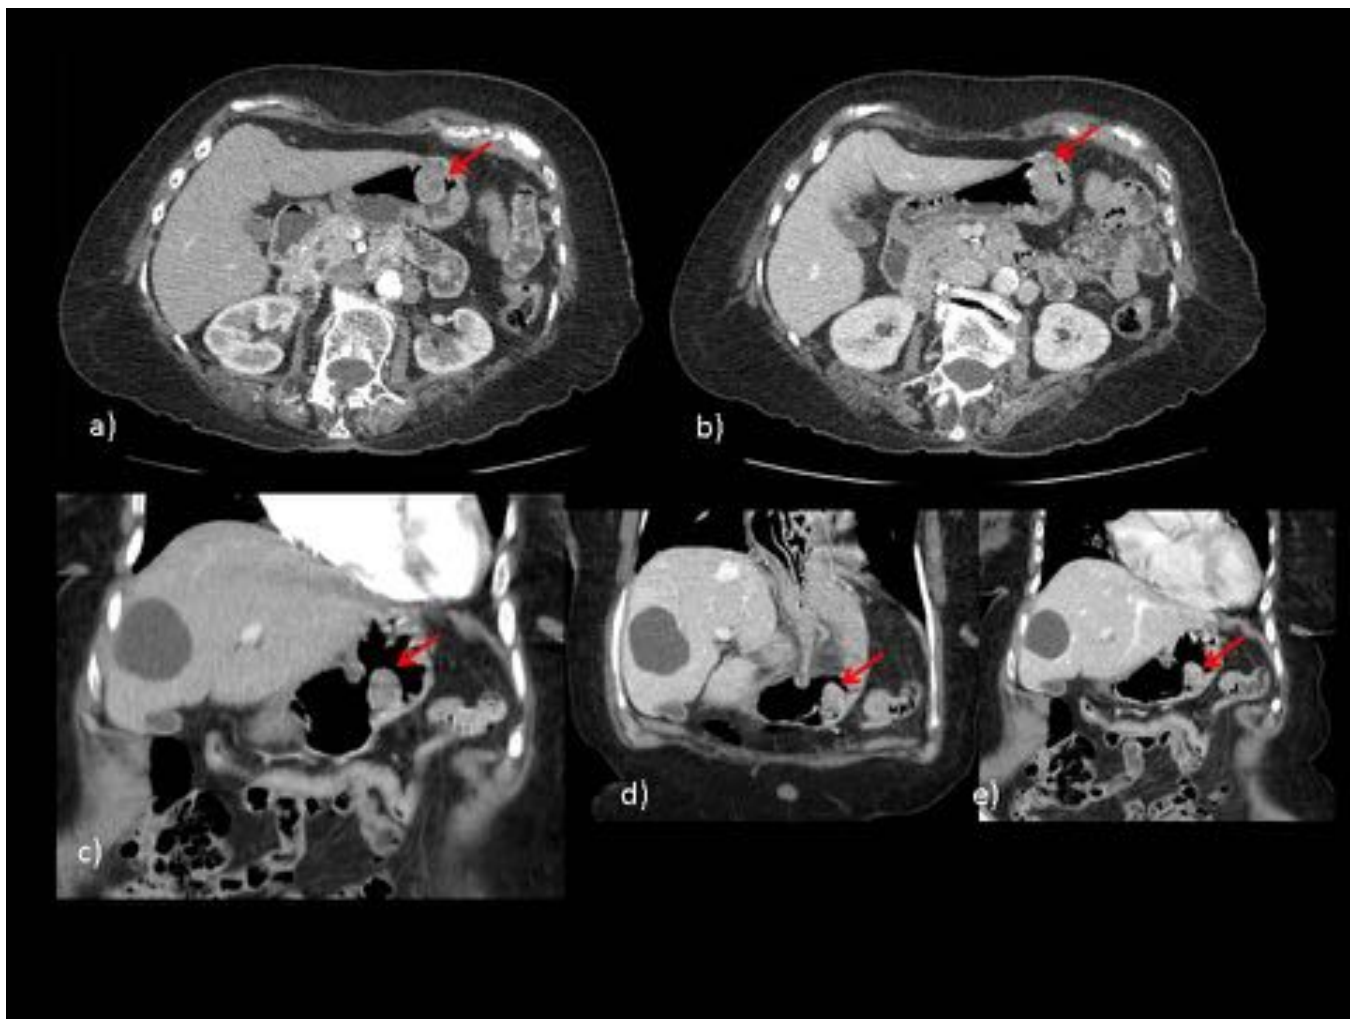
TC con CIV, en fases arterial (a axial,c coronal) y venosa (b axial, d y e coronal). Formación polipoidea en curvatura mayor de cuerpo-antro gástrico de ampla base de implantación, con realce heterogéneo. GIST gástrico.
